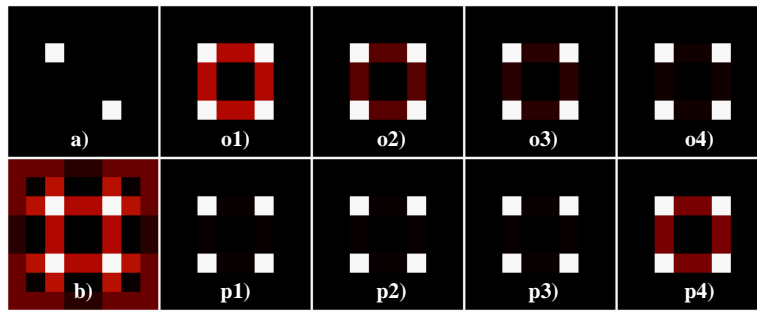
Rekonstruierte Bilder aus künstlichen Projektionsdaten: Beispiel anhand von zwei tomographischen Projektionen
